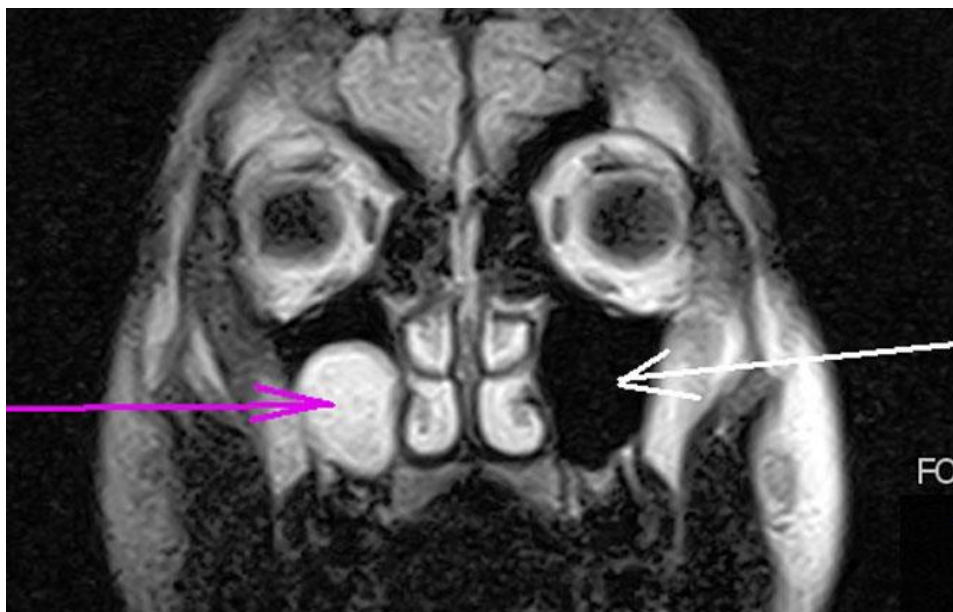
Верхнечелюстной синусит (МРТ-диагностика ППН)
